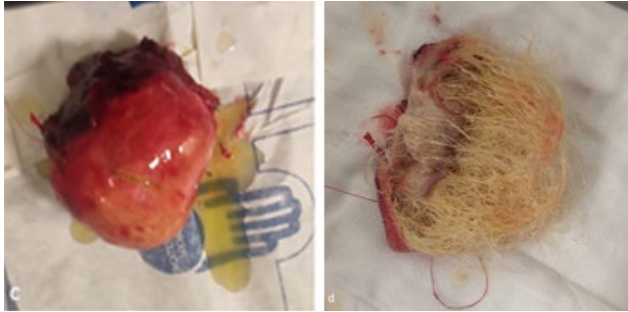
a,b. Preoperatif bilgisayarlı tomografide anterior mediastende kistik yapıda düzgün sınırlı lezyon görünmekte;
